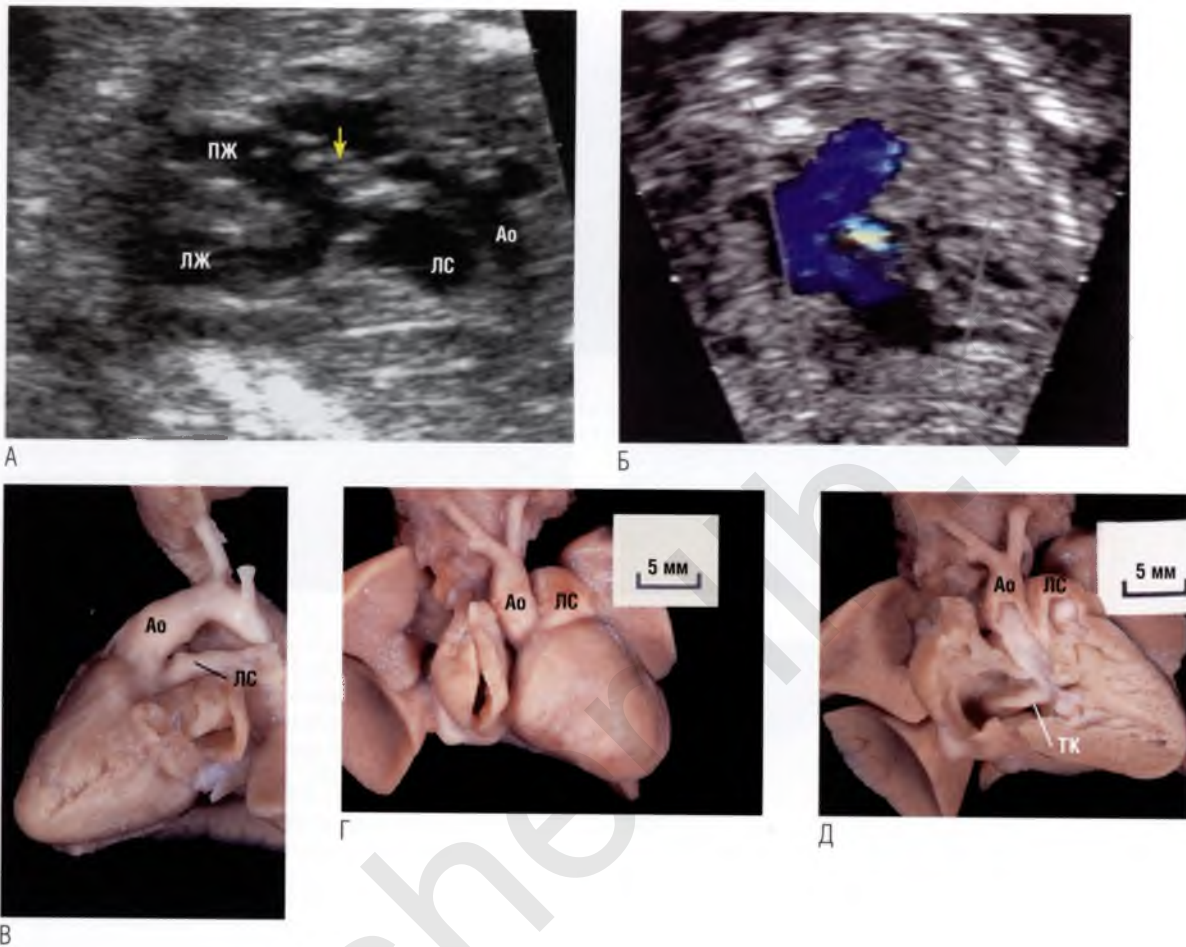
(А) Эхокардиограмма плода с двойным отхождением сосудов от правого желудочка (ПЖ). Магистральные сосуды идут параллельно, причем аорта (Ао) расположена кпереди от легочного ствола (ЛС), а он — над межжелудочковой перегородкой и отходит от обоих желудочков, но большей частью — от правого. Определяется переднее смещение конусной перегородки (стрелка) между магистральными сосудами, приводящее к сужению путей оттока в аорту. (Б) Двойное отхождение сосудов от правого желудочка с гипоплазией легочной артерии. Оба магистральные сосуда отходят от расположенного спереди правого желудочка, причем аорта берет свое начало кпереди от легочного ствола. При ЦДК кровотока в гипоплазированной легочной артерии определяется aliasing-эффект, свидетельствующий о ее сужении. (В) Анатомический препарат сердца ориентирован аналогично срезу на (Б). Магистральные сосуды идут параллельно друг другу, а гипоплазированная легочная артерия лежит позади аорты. (Г) Двойное отхождение сосудов от правого желудочка. Аорта расположена справа от легочного ствола. (Д) Оба магистральные сосуда отходят от правого желудочка. Выявлены также подаортальный малого размера дефект межжелудочковой перегородки и сопутствующая атрезия митрального клапана. ▶
